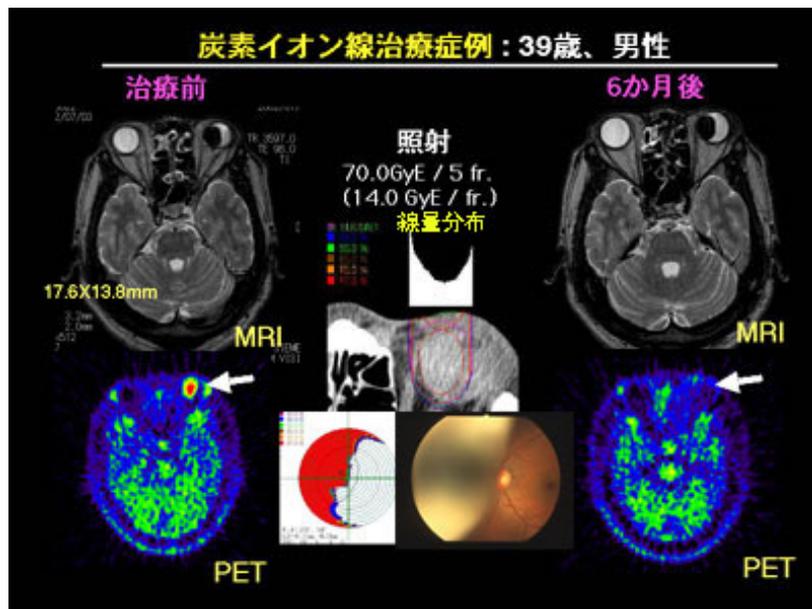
図 症例呈示 (39歳、男性、脈絡膜悪性黒色腫) 治療前後のMRI画像(T2強調横断像)、PET画像、線量分布、展開図、治療前眼底写真を示す。特に6か月後のPET画像において、病巣部の明らかな集積低下を認める(矢印)。
